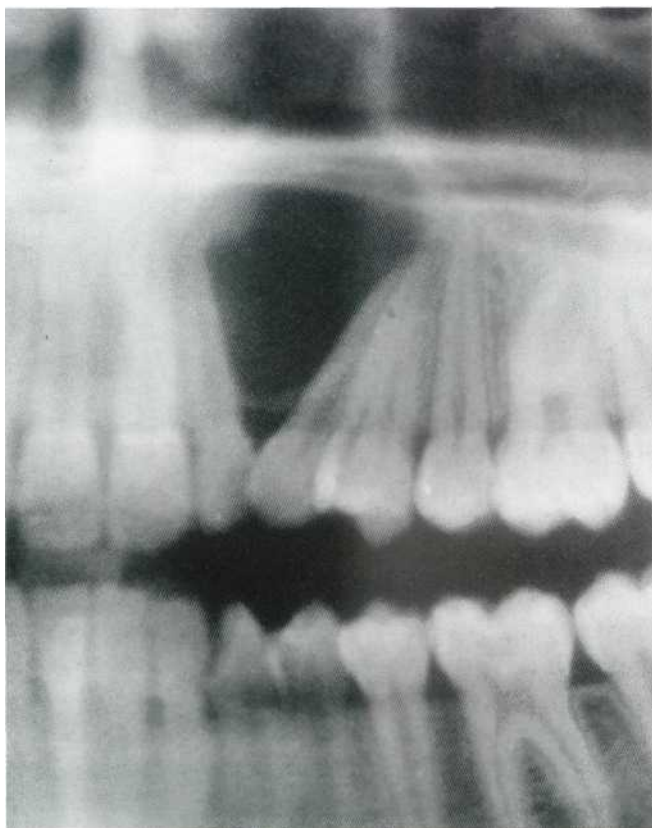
Quiste periodontal lateral situado entre el incisivo lateral y canino superiores (Detalle de la ortopantomografía).
